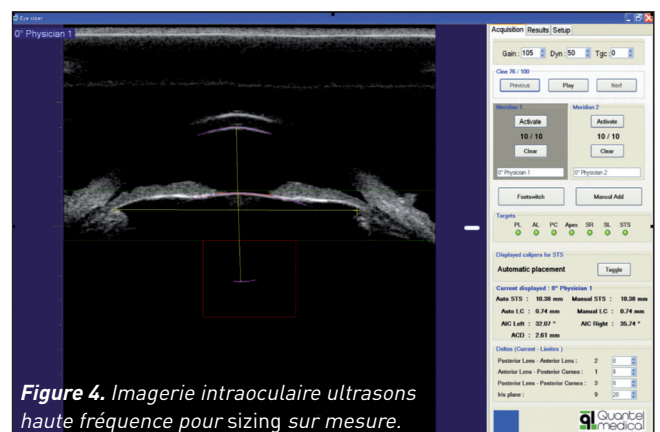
Imagerie intraoculaire ultrasons haute fréquence pour sizing sur mesure.
